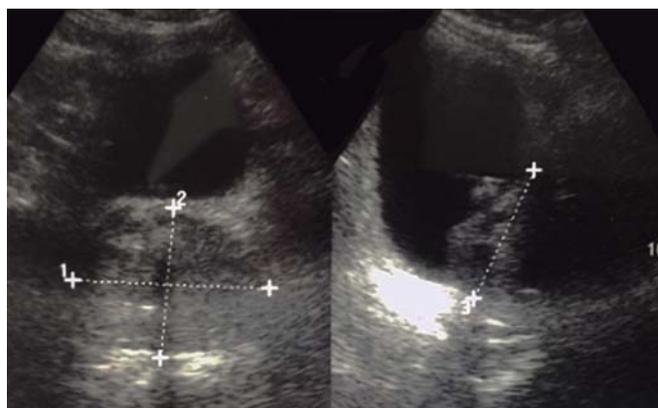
Ultrasonido vesical y prostático.
